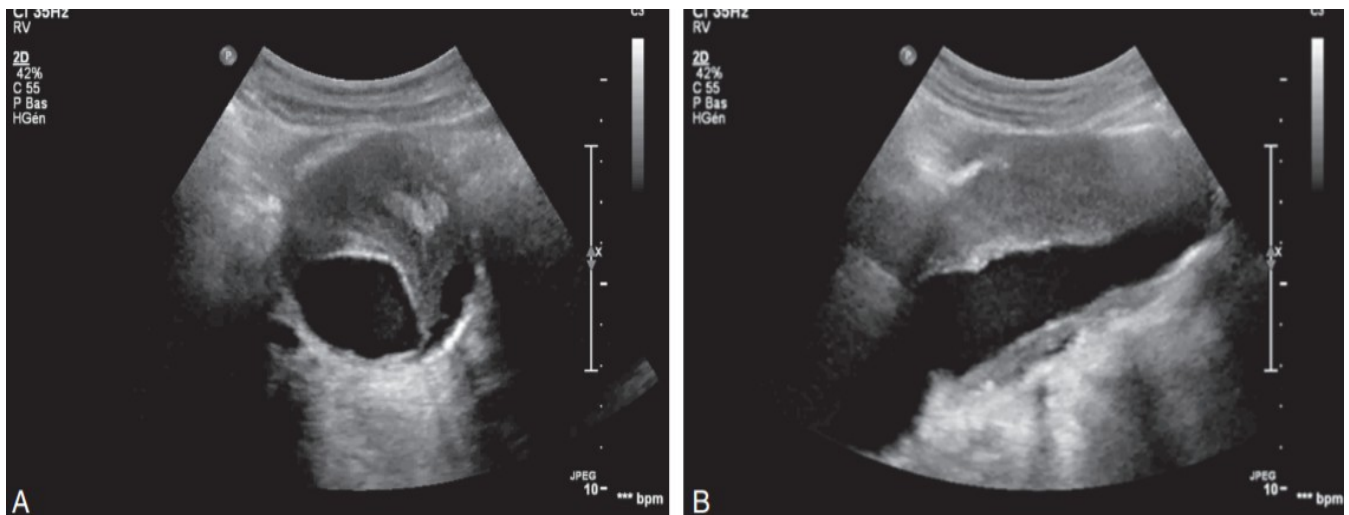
Vue échographique d'un anévrisme de l'aorte abdominale. (A) coupe transversale. (B) Coupe sagittale (26).
